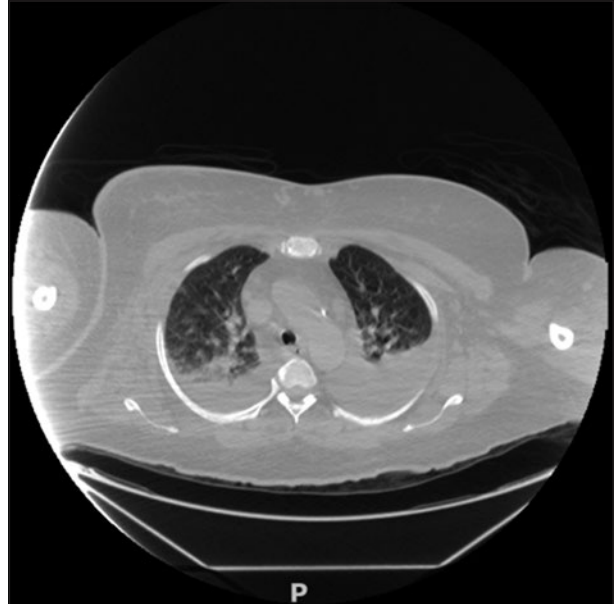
TC de tórax que demuestra derrame pleural bilateral. TC: tomografía computarizada.
